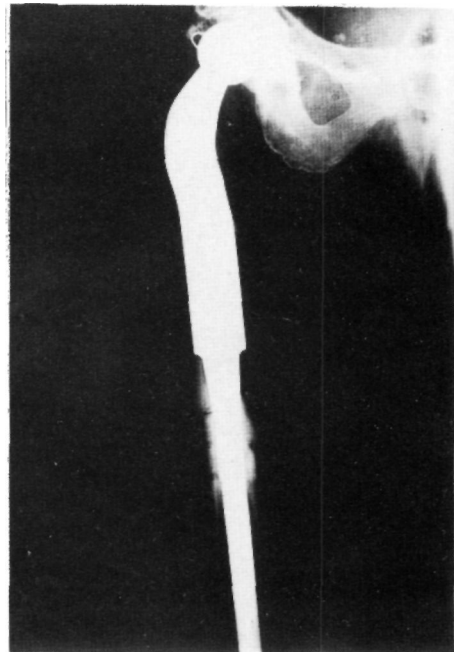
Radiografía postoperatoria de la endoprótesis de reemplazamiento.
